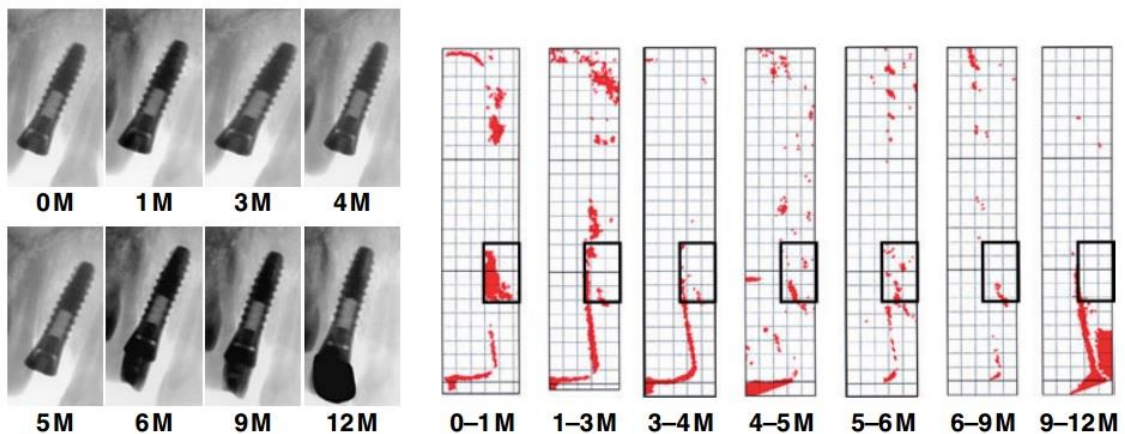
Avaliação das alterações ósseas durante vários meses após colocação de um implante utilizando a técnica de subtração de radiografias. (Wakoh, et al., 2006)
